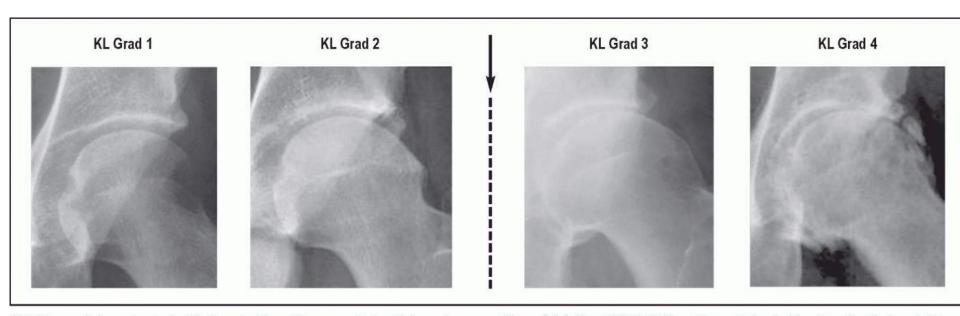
röntgenologische Stadien der Coxarthrose nach dem Kellgren-Lawrence-Score (KL). Eine Hüft-TEP-Operation sollte in der Regel erst bei fortgeschrittene Coxarthrose (Grad 3 oder 4) erfolgen.
